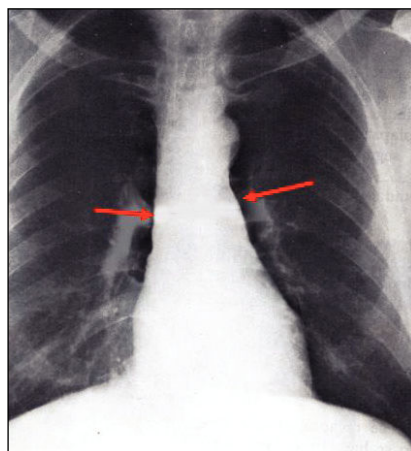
Radiografía posteroanterior en la que se aprecia una sombra radiolúcida alrededor de la silueta cardíaca, compatible con el diagnóstico de enfisema mediastínico.
